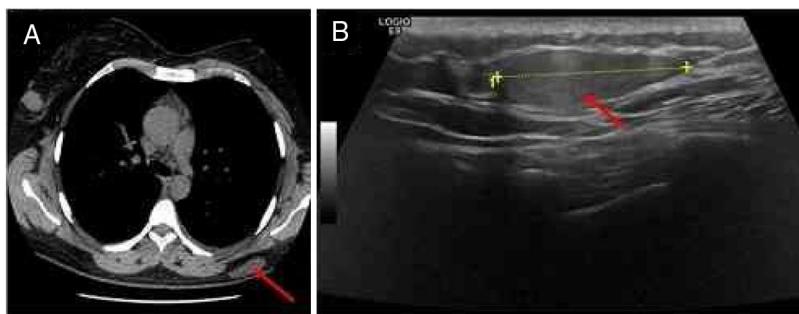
Características imagiológicas do tumor: A, Tomografia computadorizada torácica de alta resolução revelando nódulo subcutâneo hipodenso de grandes dimensões na região dorsal esquerda (seta vermelha); B, Ecografia revelando massa subcutânea bem definida, ligeiramente hiperecogênica, na região dorsal esquerda (seta vermelha).
